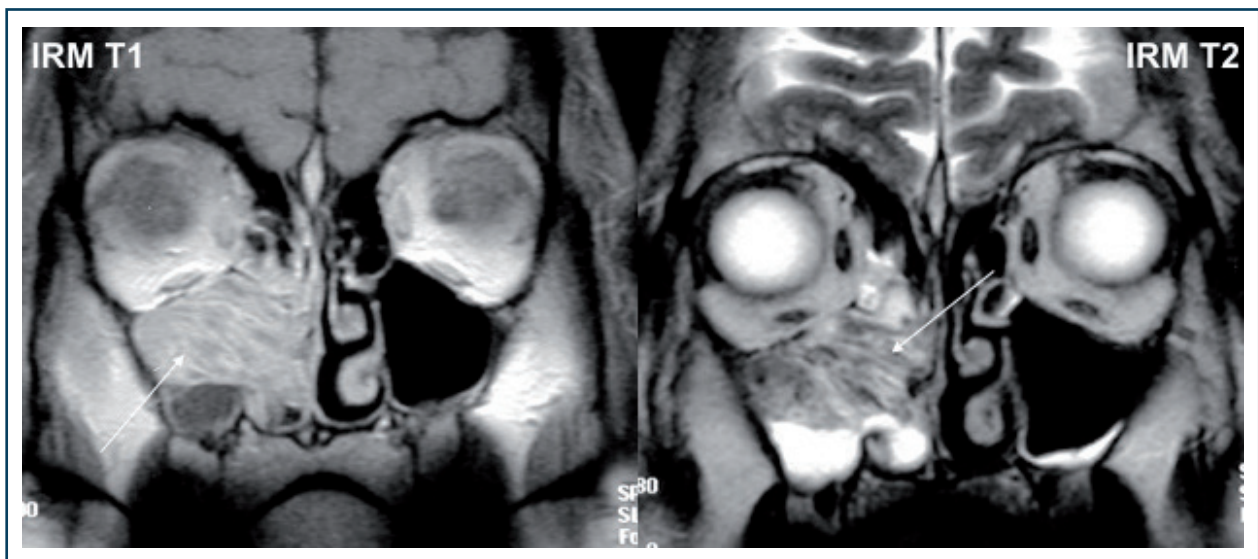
Papillome inversé naso-sinusal (IRM)
